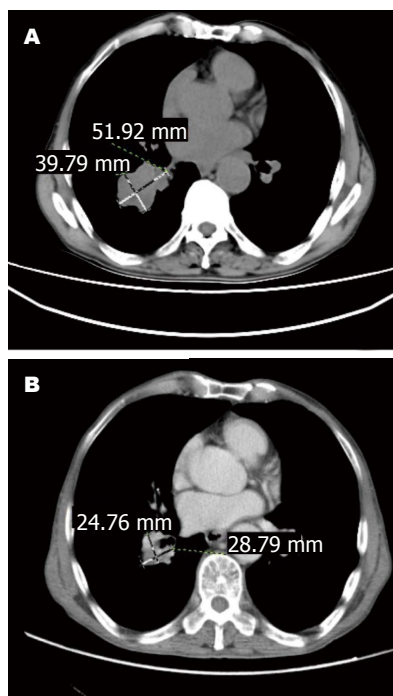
胸腹部CT. A化疗前; B化疗后. 根据实体瘤治疗反应评价标准评价为部分缓解。
